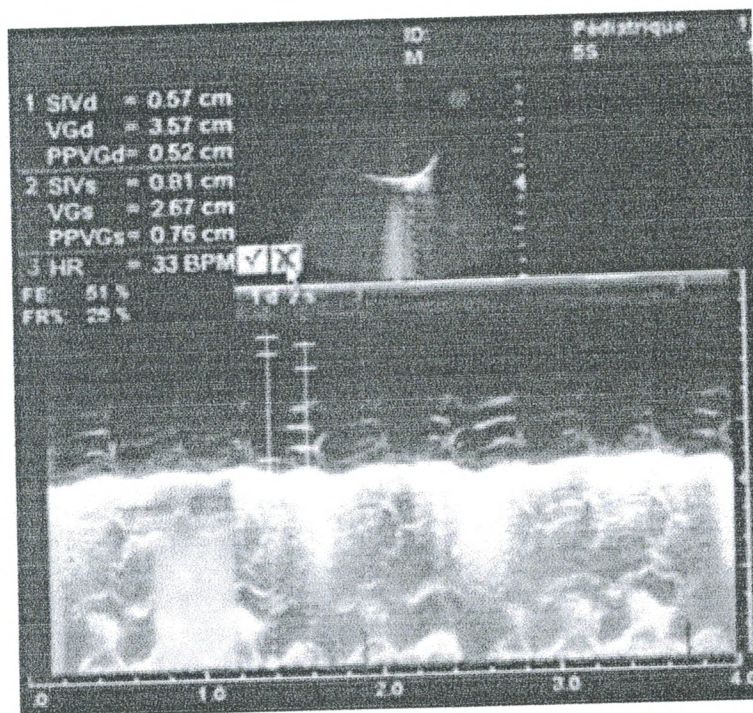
échographie cardiaque en mode 2D et TM montrant une myocardite avec une hypo-contraction globale
